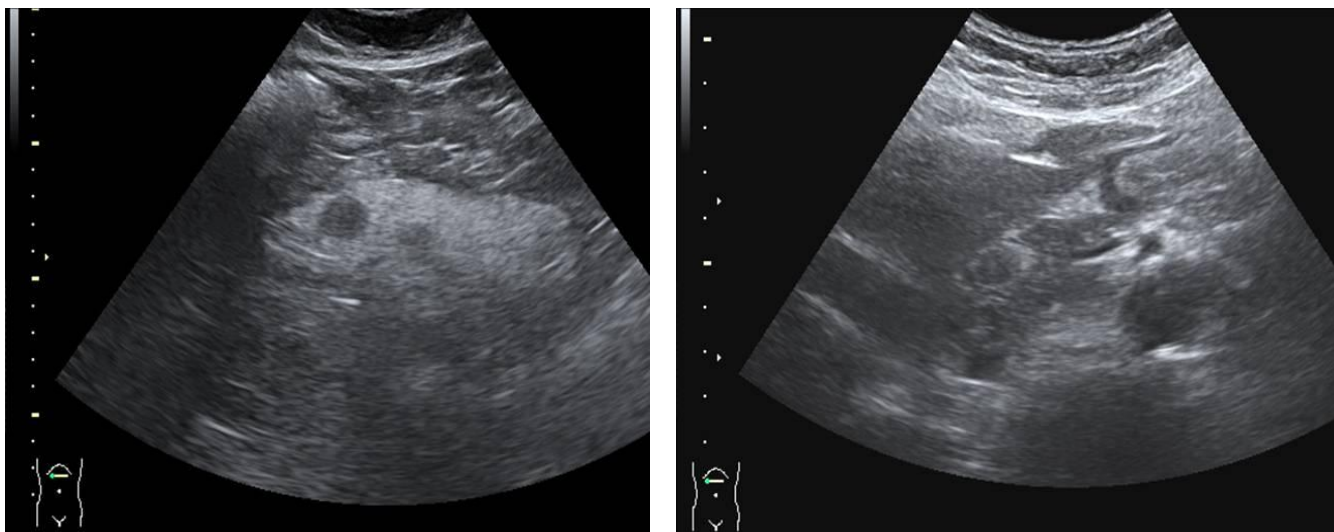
Инсулинома головки ПЖ (трансабдоминальное УЗИ)
